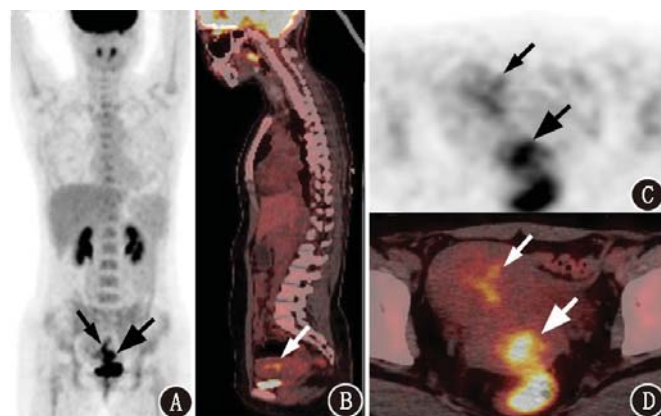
子宫非典型息肉样腺肌瘤患者(27岁) ^{18}F -脱氧葡萄糖(FDG)PET/CT显像图。最大密度投影图(A)、矢状位融合图(B)、横断位PET图(C)及融合图像(D)示宫颈肿块,直径约3.4 cm,FDG高代谢,最大标准摄取值(SUV_{max})为8.1(大箭头示);宫腔低密度影,FDG代谢轻度增高,SUV_{max}为4.3(小箭头示)
